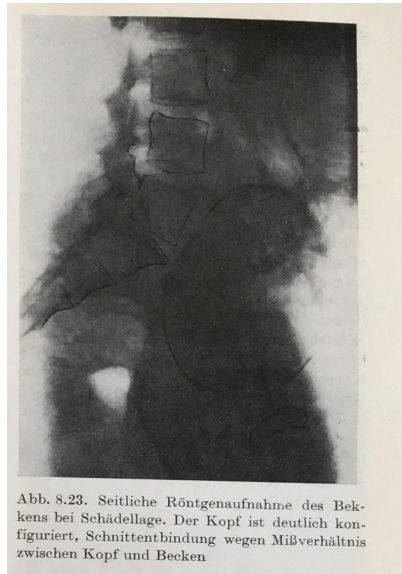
Kyank, 1987, S. 289, seitliche Röntgenaufnahme des Beckens. Kyank präsentiert als einziger Autor um 1990 ein Röntgenbild im Kontext der Beckendiagnostik.
